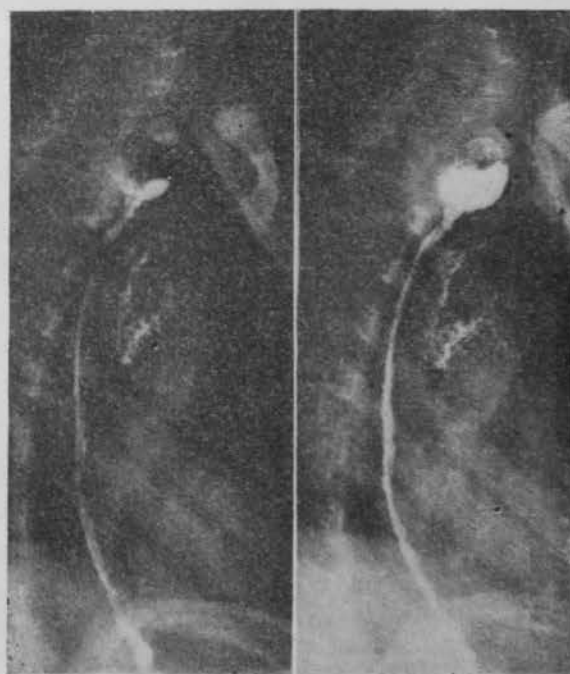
Caso 2. Radiografía postoperatoria. Evolución más lenta que el anterior.
